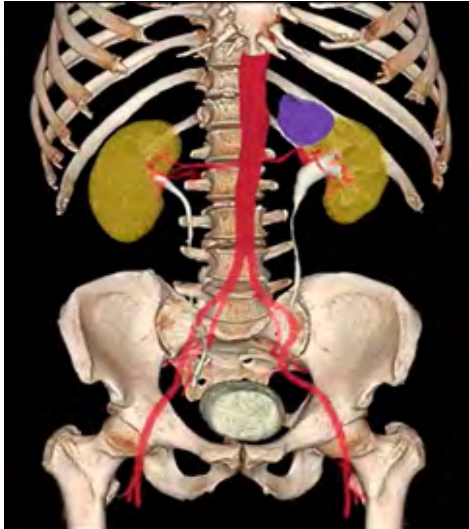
Reconstrucción 3D de TAC, donde se aprecia tumoración suprarrenal izquierda (marcada de color azul).
